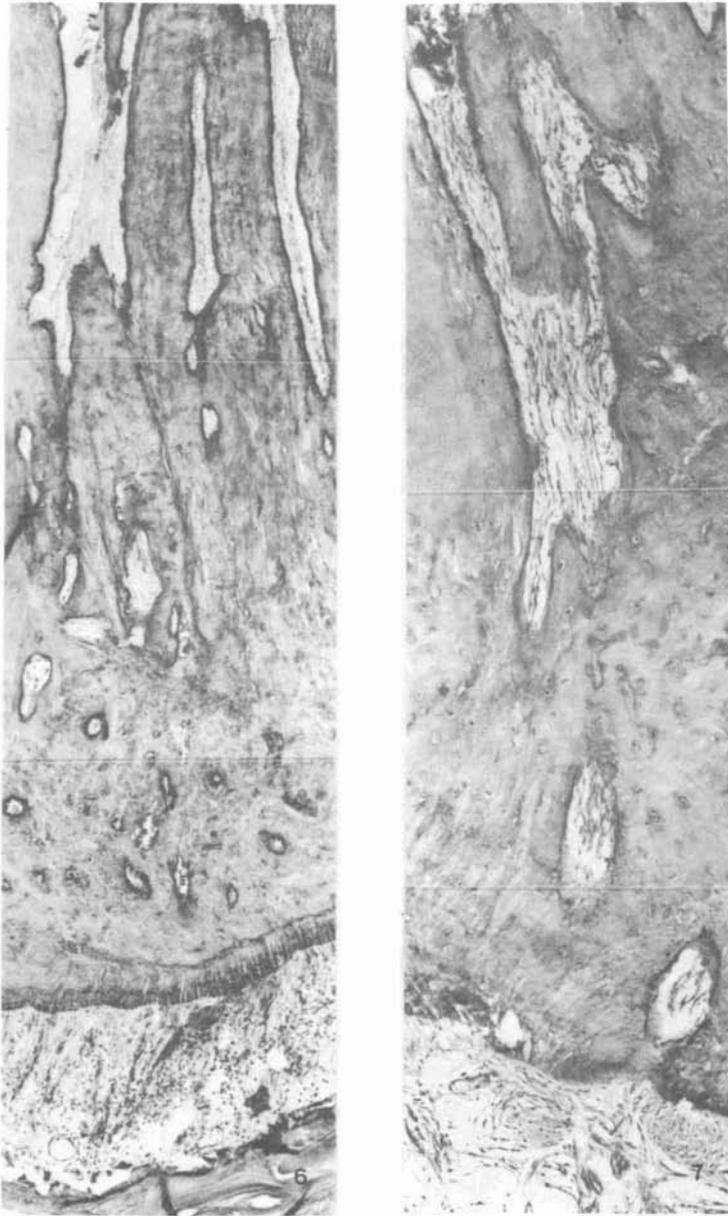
Grupo III – PMCC (2,5;7,5) – 3 dias. Necrose parcial das ramificações do delta apical. Infiltrado inflamatório moderado/intenso na região periapical. H. E. ZEISS – 140 X.
